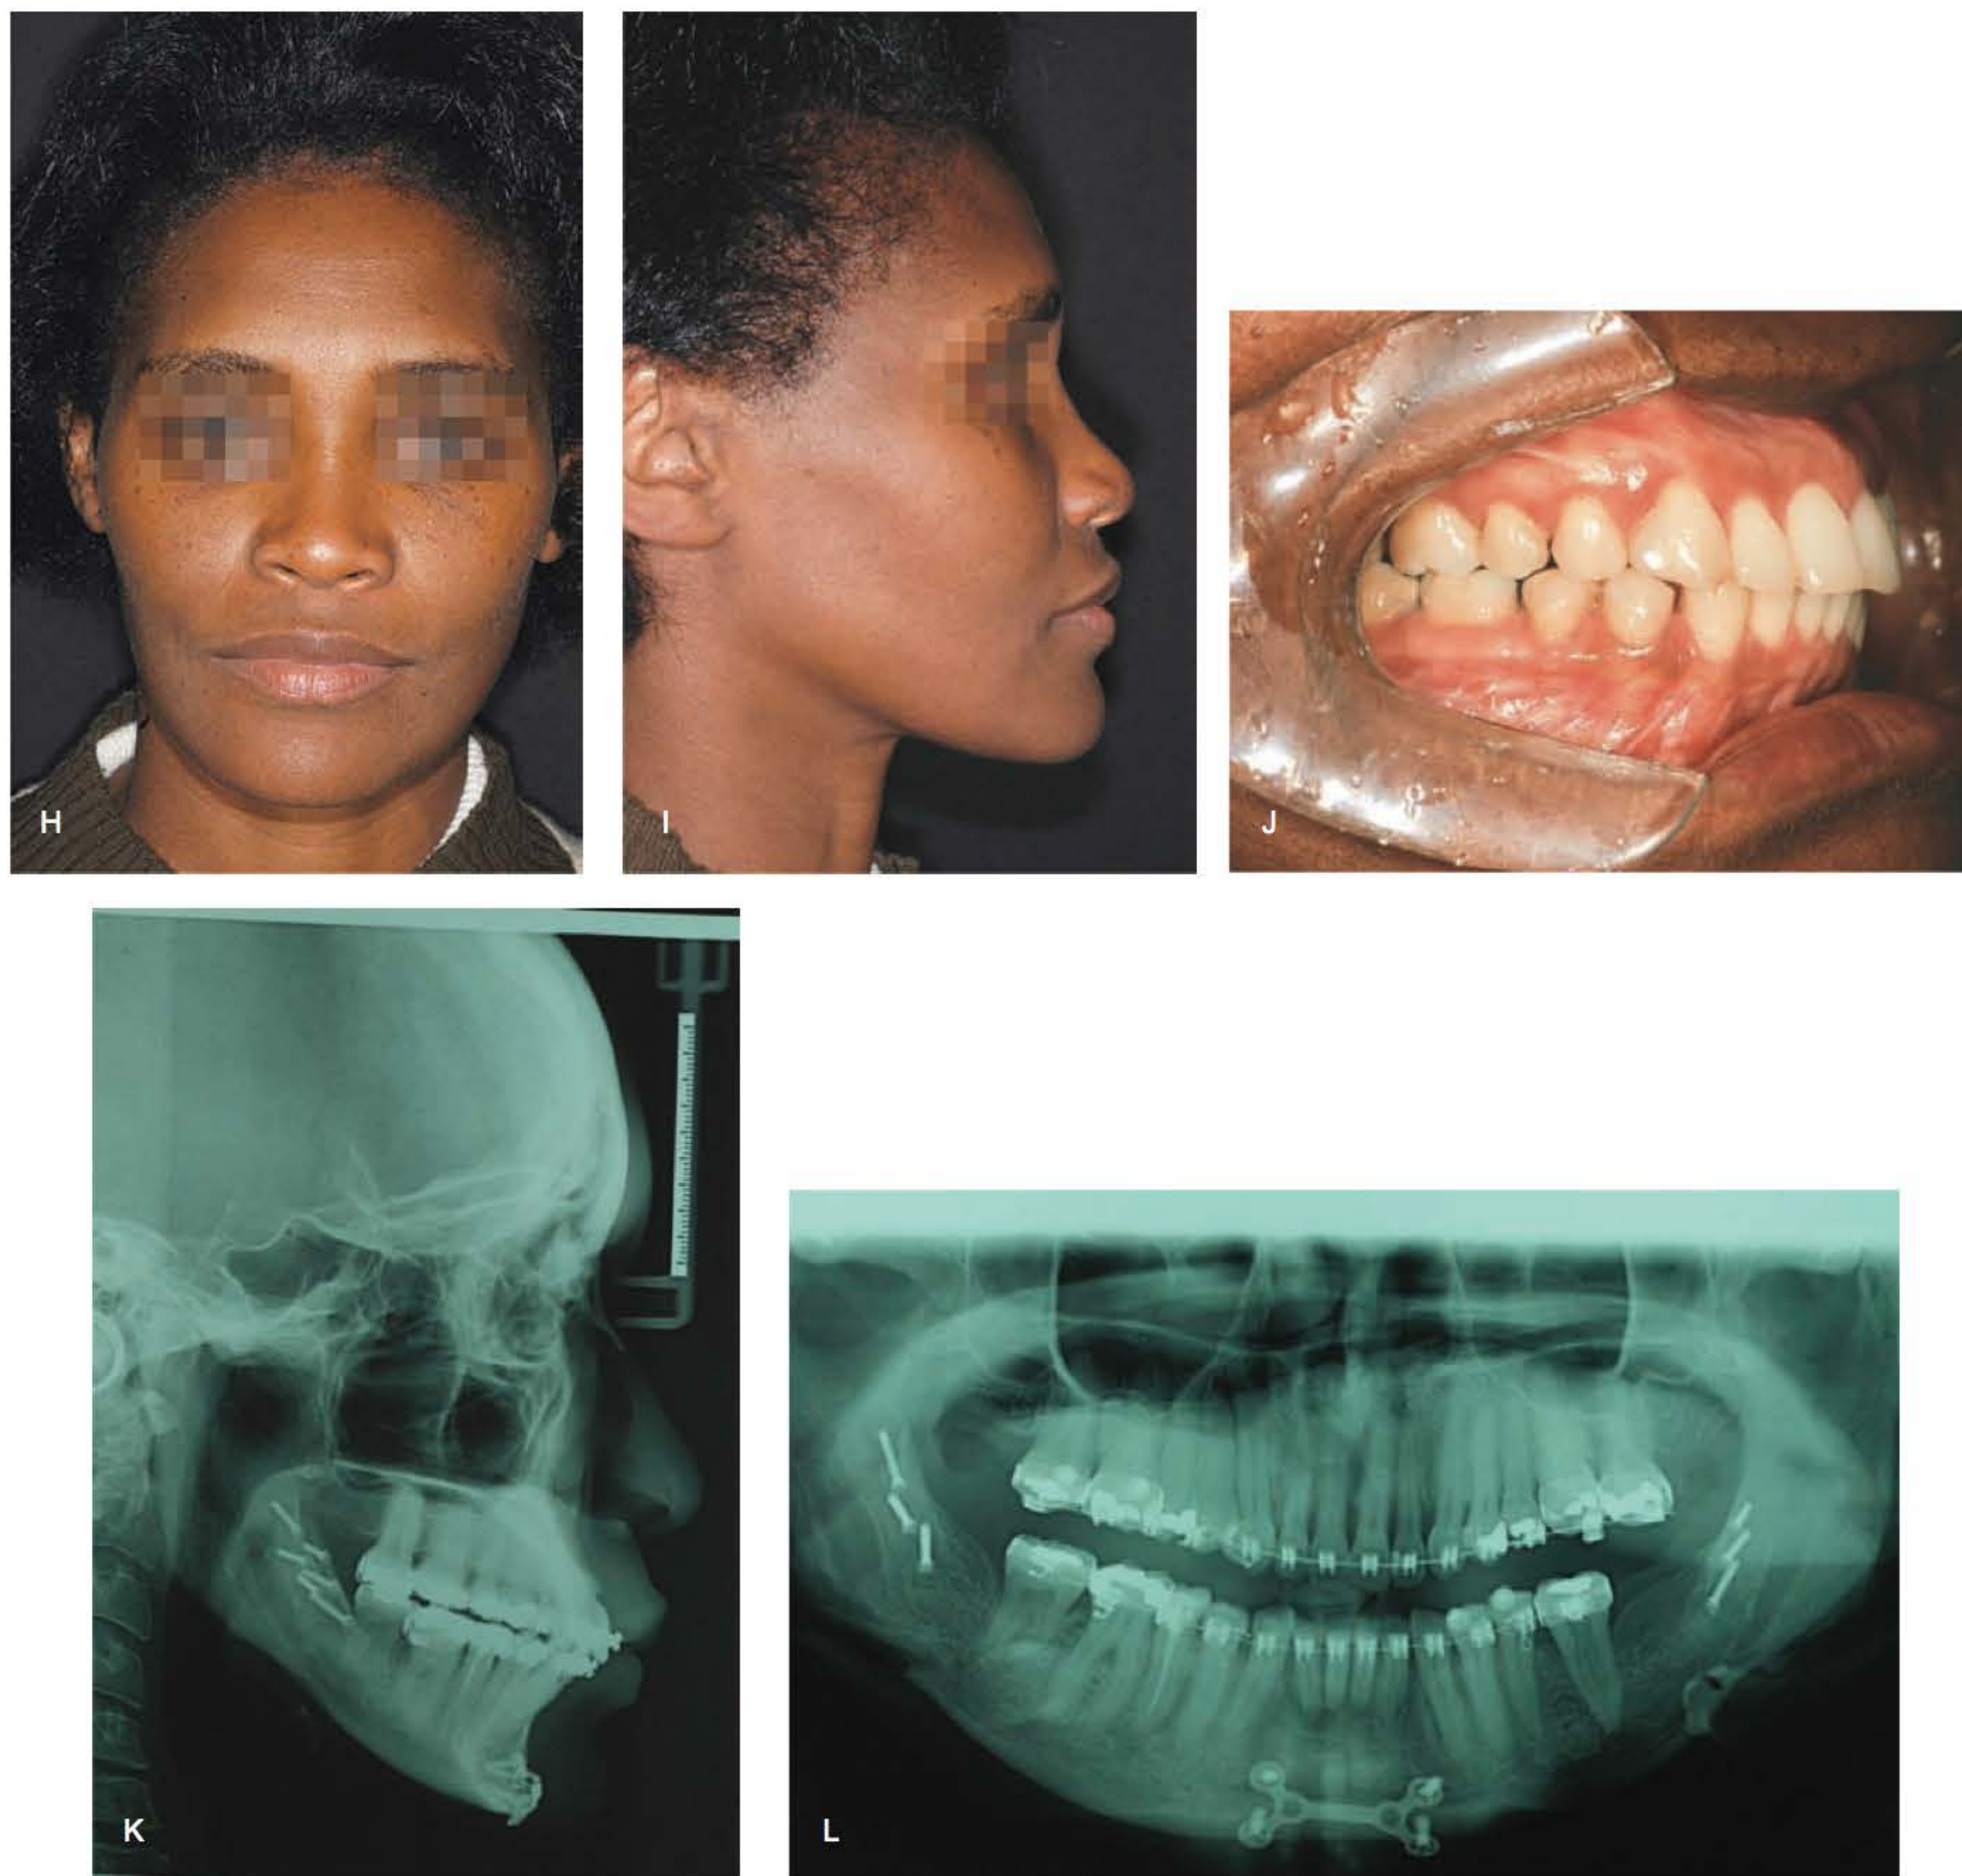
► (continuação). Vista pós-operatória: H. Vista frontal. I. Vista lateral. J. Oclusão, vista lateral. K. Telerradiografia lateral. L. Panorâmica.
